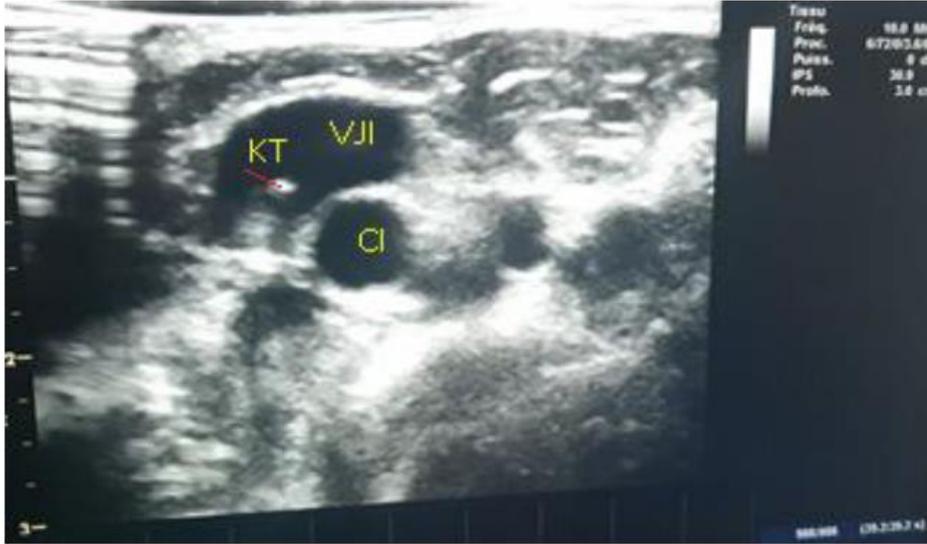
Image échographique en coupe transversale montrant le trajet aberrant du cathéter au niveau de la VJI.
